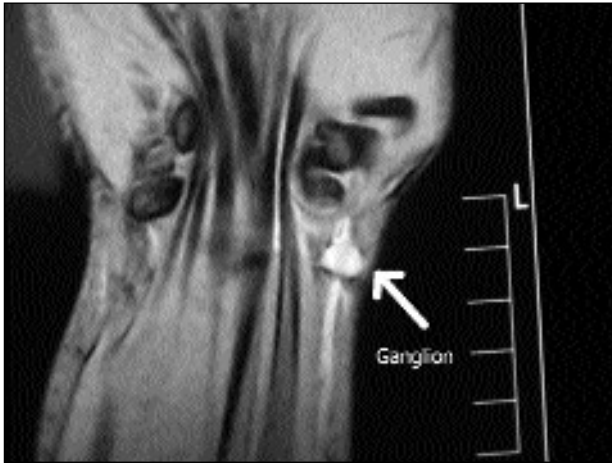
Imagen de resonancia nuclear magnética mostrando ganglión palmar de muñeca.
